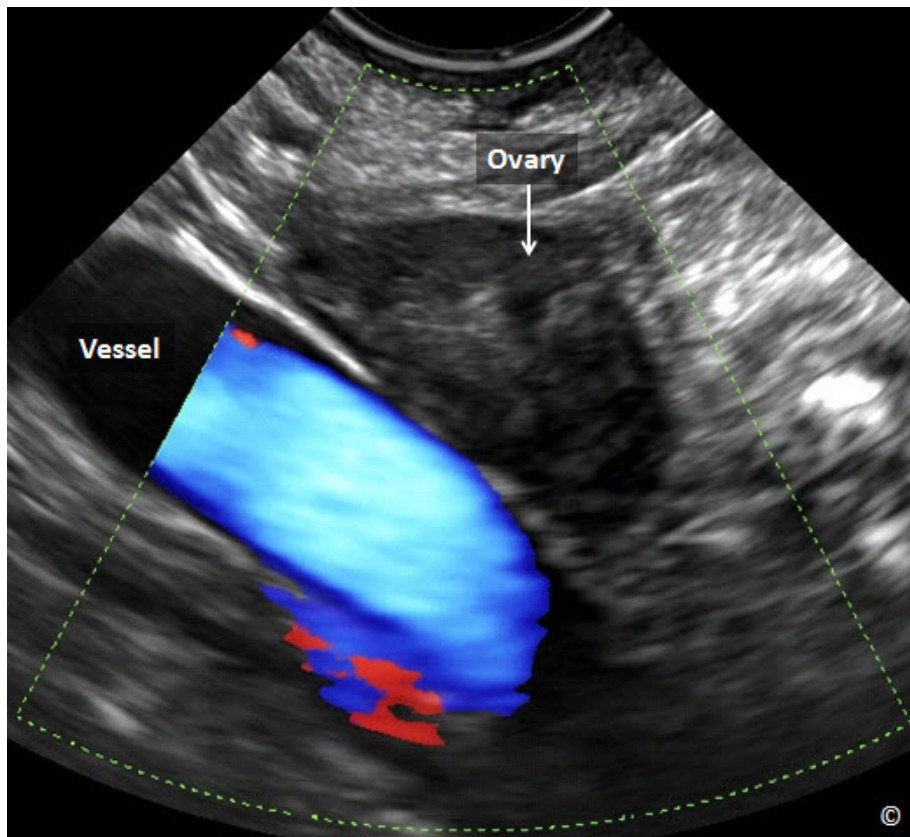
El ultrasonido transvaginal de un ovario normal (rotulado). Nótese la ubicación anatómica del ovario, cercano a la vena hipogástrica (rotulada como vaso sanguíneo).
